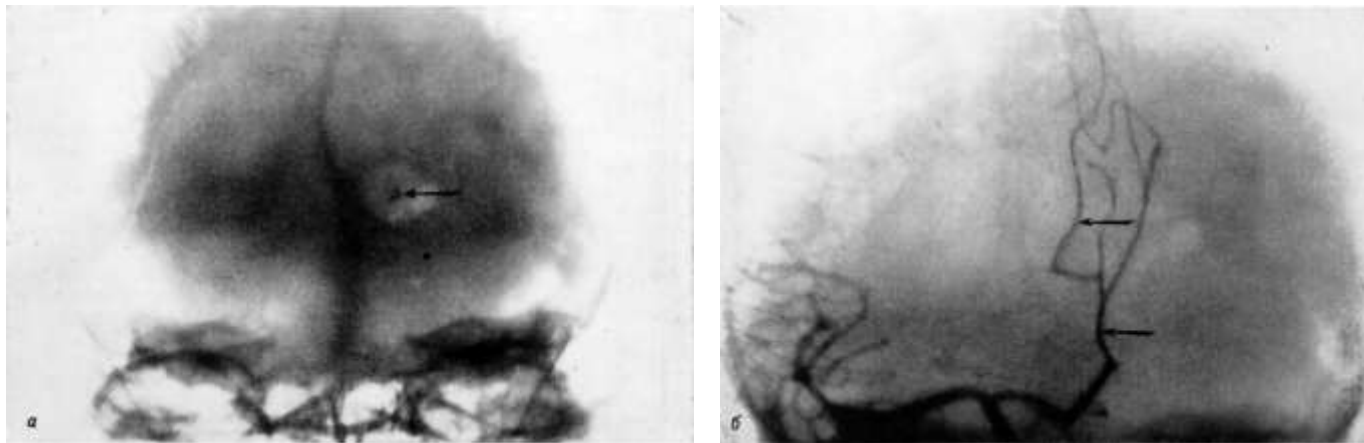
Боковое смещение обызвествленной шишковидной железы при опухоли лобной и теменной долей мозга. *а* — прямая рентгенограмма черепа. Обызвествленная шишковидная железа смещена влево (стрелка); *б* — прямая ангиограмма той же больной. Смещение передней мозговой артерии влево под серповидный отросток (стрелки) с образованием уступа.
